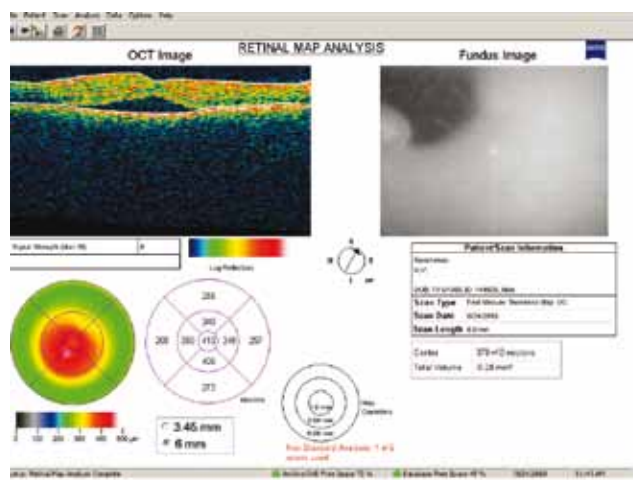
Больная П. А — увеальная меланома внецентральной локализации; Б — оптическая когерентная томография. Опухолеассоциированная дистантная макулопатия. Толщина сетчатки в макуле 413 мкм.
